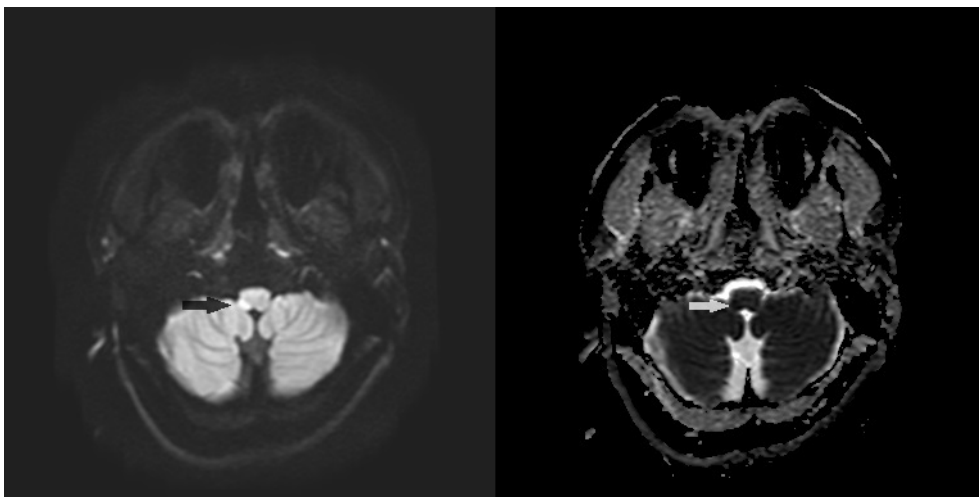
Brain magnetic resonance imaging diffusion weighted image (left) and apparent diffusion co-efficient (right). Black arrow shows high signal and white arrow shows low signal at right lateral medulla.
